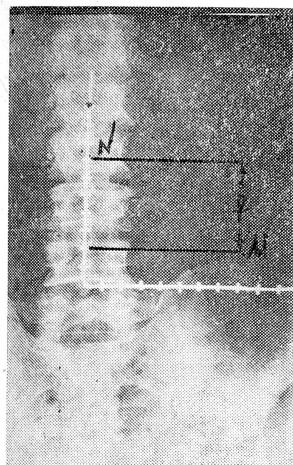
По рентгенограмме поясничного отдела позвоночника в прямой проекции определяют желаемые уровни точки вклоа иглы (M), точки пункции аорты (N) и расстояние между ними (f).
